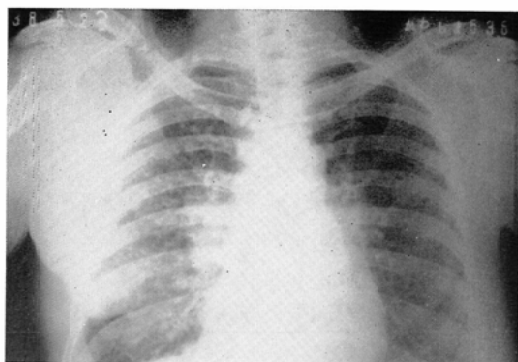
Chest x-ray film (Case 2), on 22-5-1963. Note moderate hematogenous dissemination in bilateral lung fields.
